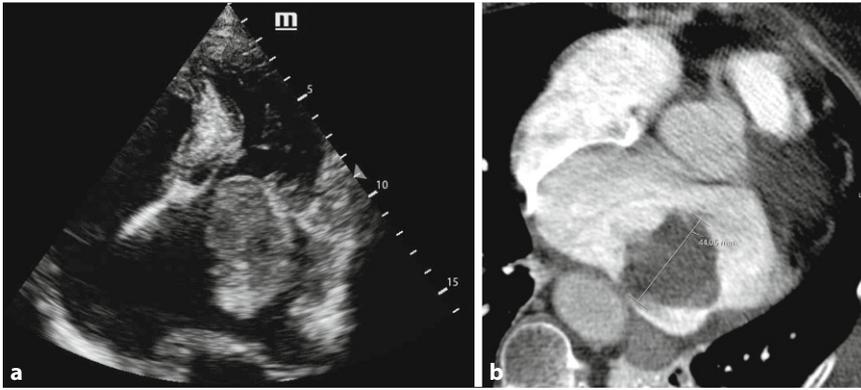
▲ Bildgebung im Schockraum. a Transthorakale Echokardiographie, Vier-Kammer-Blick mit großem Thrombus im linken Vorhof (LA). b Computertomographie, Zusatzstruktur von ca. 4,4 cm am Dach des linken Vorhofs
